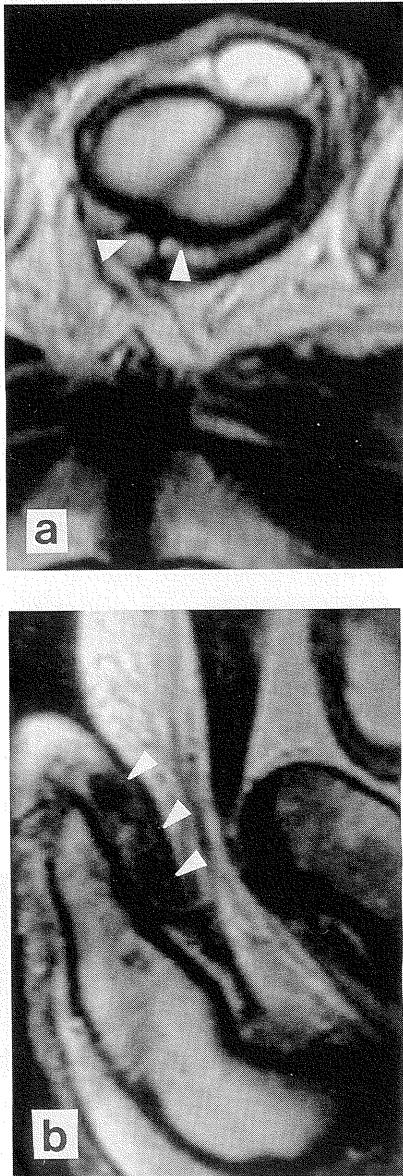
Transverse T2-weighted MRI (a) and sagittal T2-weighted MRI (b) shows the thick tunica albuginea in the dorsal region of the penis.
